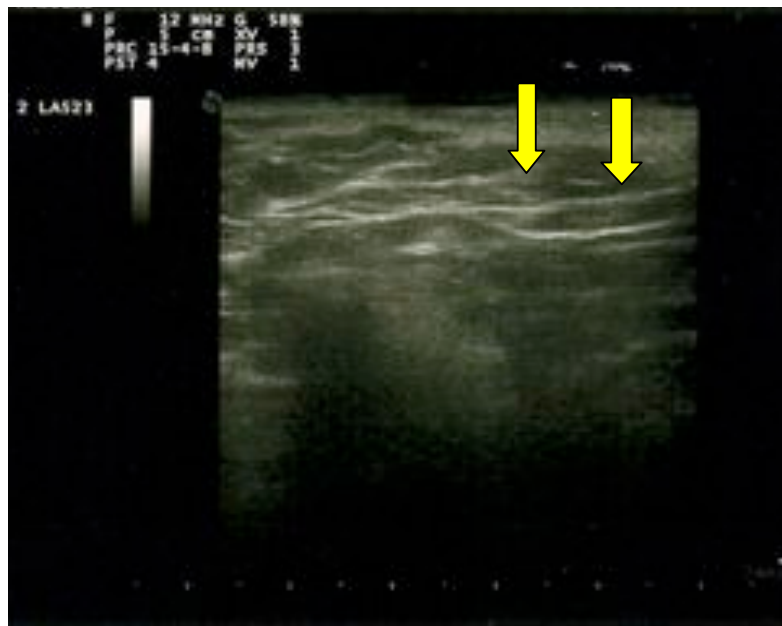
Discontinuità della fascia superficialis all'esame ultrasonografico preoperatorio (V0)
